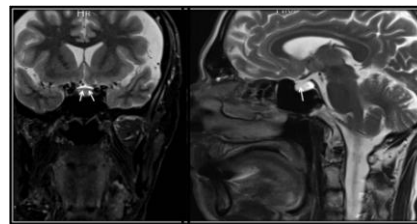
T-1 weighted MR images showing isointense signal intensity with CSF leak in the posterior part of the sella (arrows).
